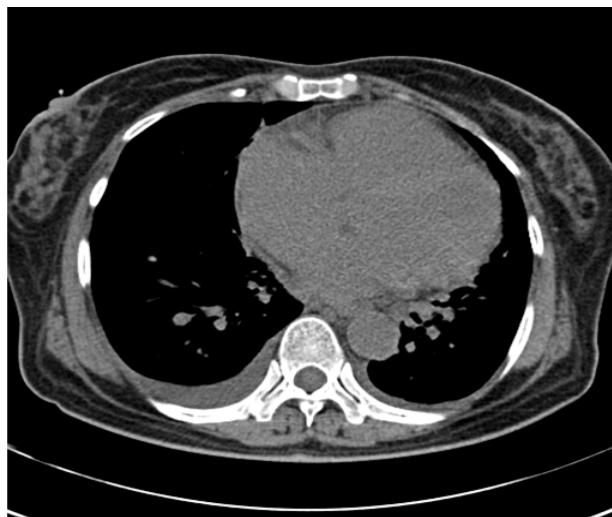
Cardiomegaly and bilateral pleural effusion are seen on computed tomography (CT).
